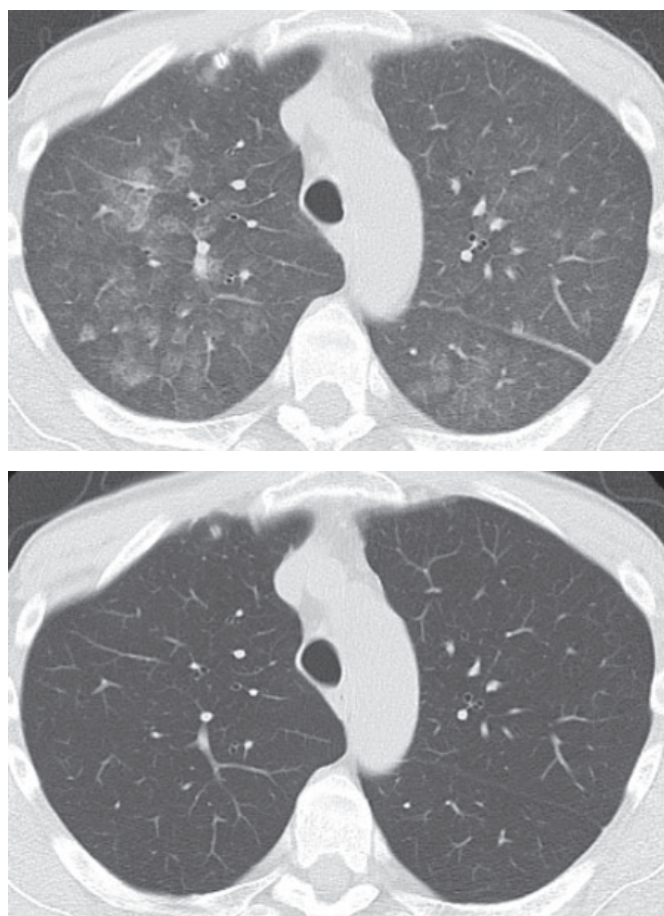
Компьютерная томография больного: а — при поступлении в клинику, б — после лечения.
